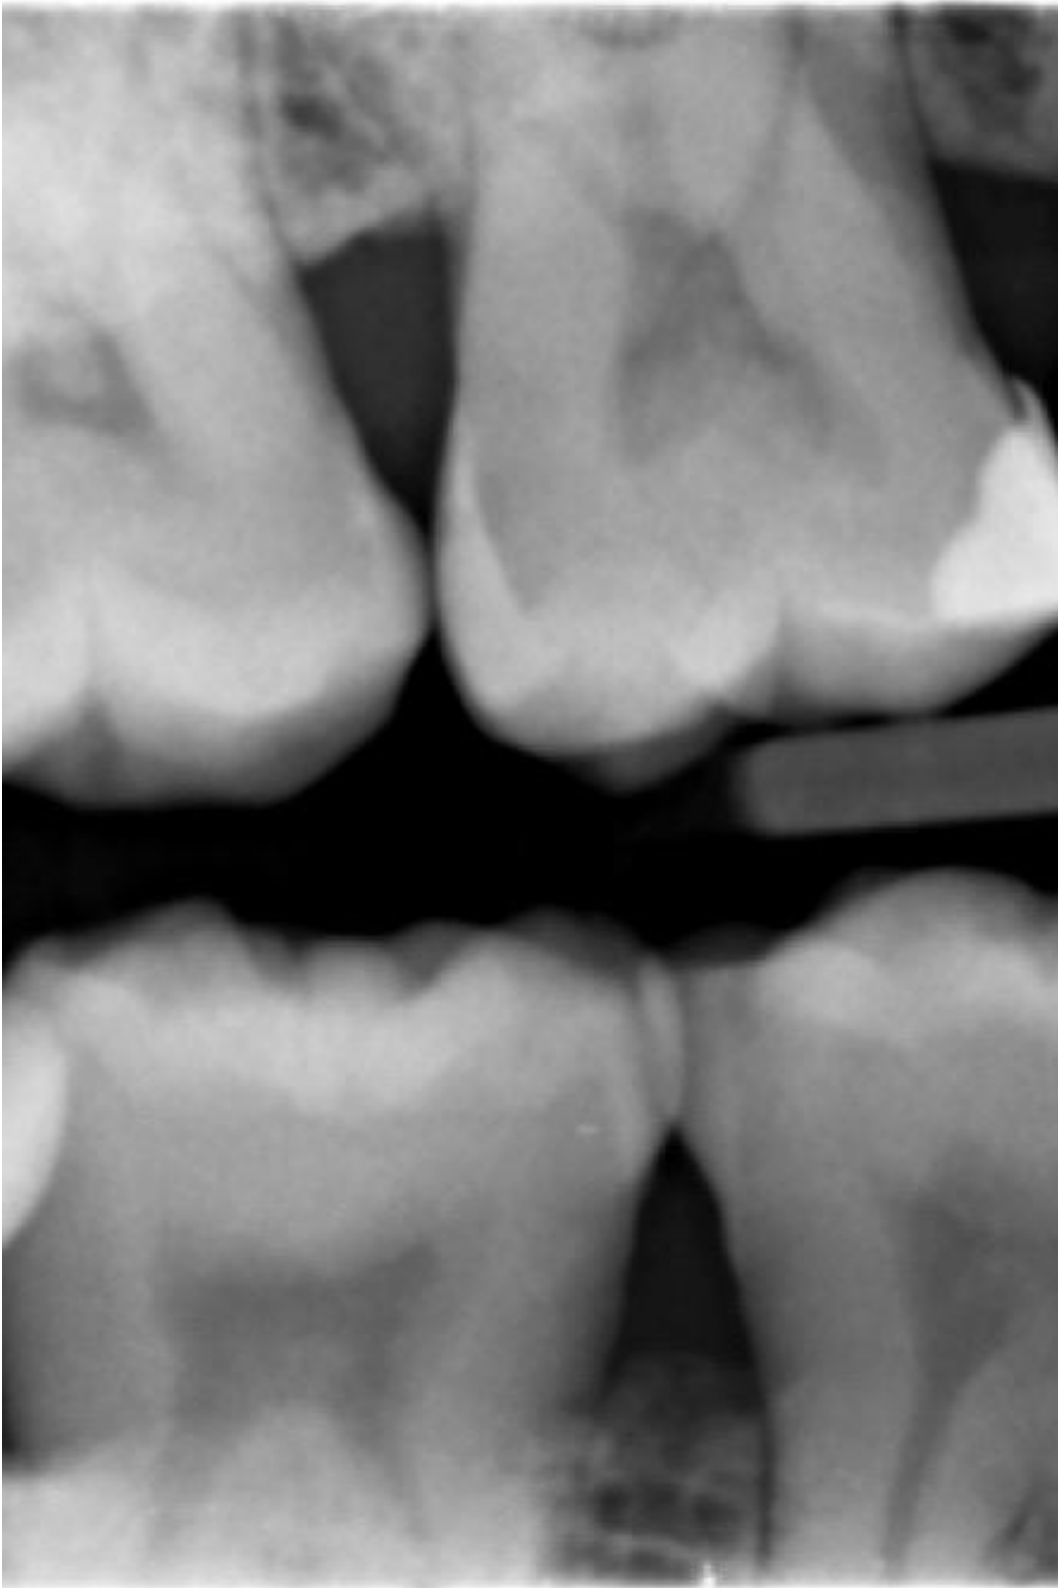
Beispiel einer Tunnelpräparation. a Röntgenbild der Ausgangssituation (C3-Läsion an Zahn 16 distal).
